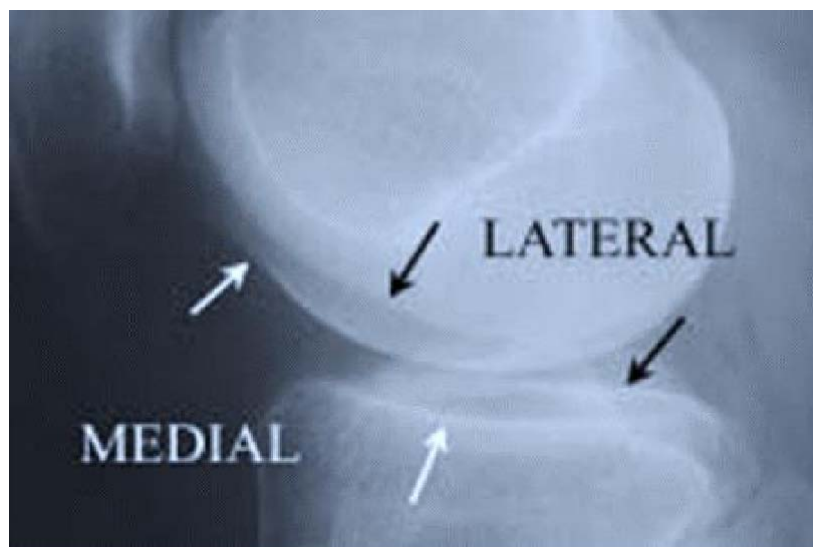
Différenciation des surfaces fémorotibiales sur une radiographie de profil du genou [19]
